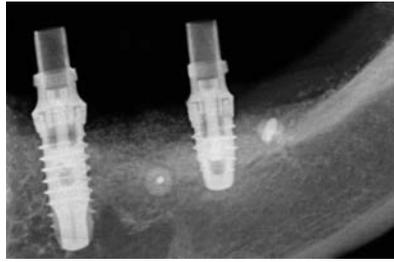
Image radiographique avant mise en place de la prothèse provisoire.
